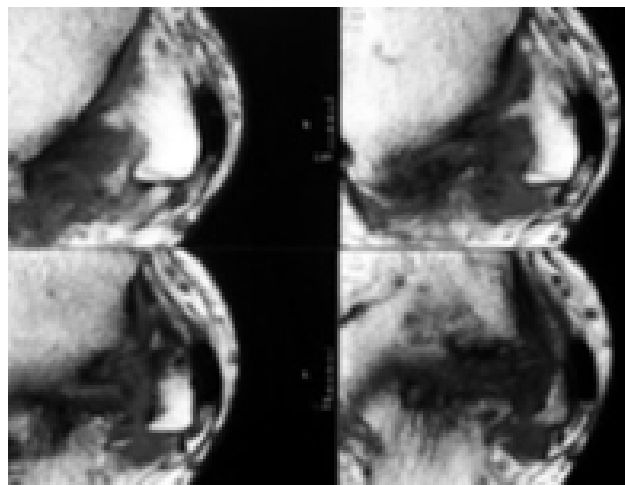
Tendones peróneos luxados en corte axial de RM
